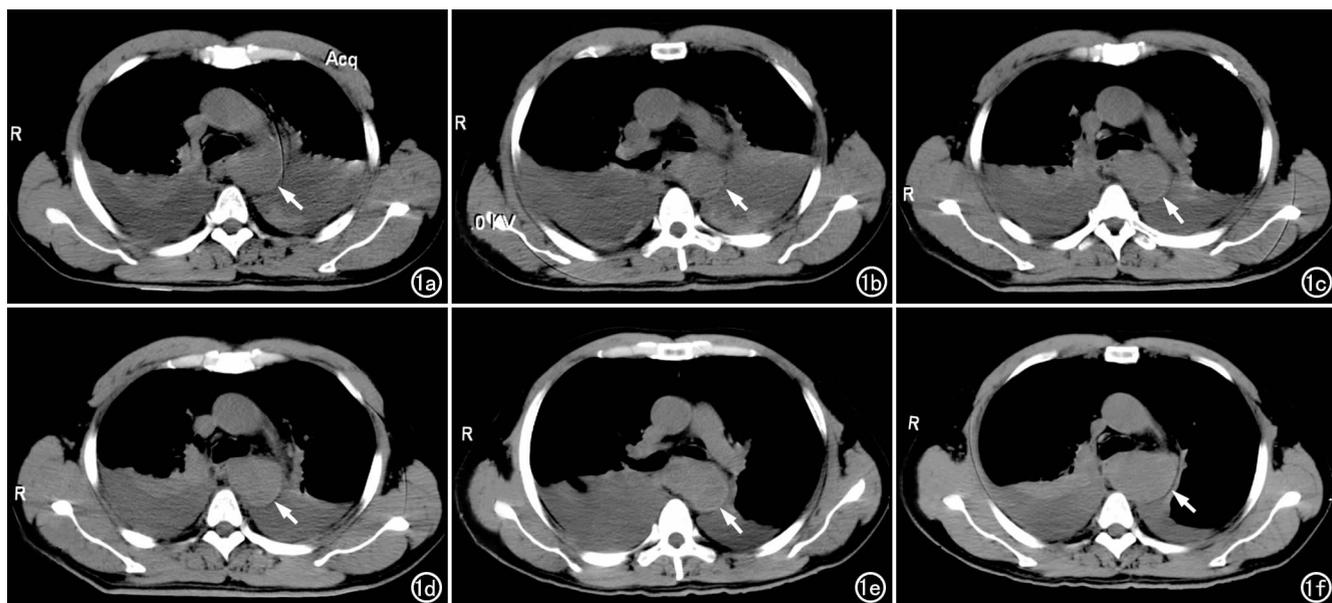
病例1,男,48岁,车祸伤。CT平扫显示随时间推移,左锁骨下动脉开口以远层面降主动脉管腔进行性增宽(箭),腔内似见弧形等低密度影,双侧血性胸膜腔积液逐渐吸收。a) 伤后2h第1次CT平扫主动脉弓层面; b) 第1次CT平扫主-肺动脉窗层面; c) 3天后CT复查主-肺动脉窗层面; d) 第2次扫描主动脉弓下方层面; e) 8天后第2次CT复查; f) 第2次CT复查主动脉弓下方层面。
